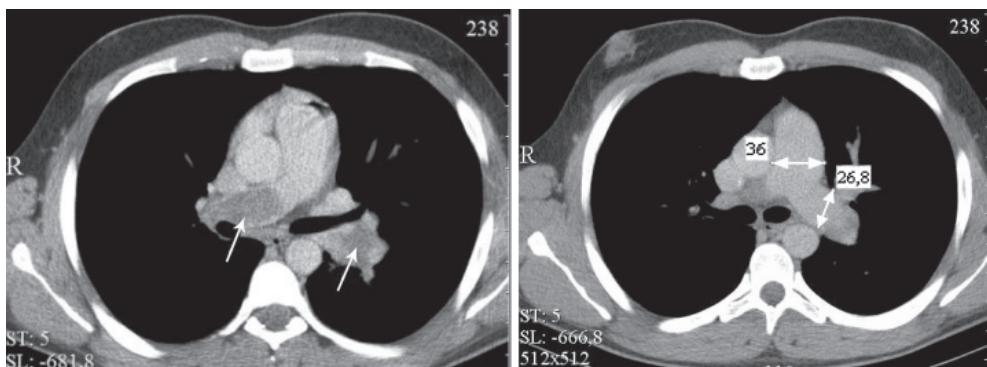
КТ-ангиопульмонография больного Д. 22 лет. Стрелками показано: слева — массивные тромботические массы, выполняющие просвет легочных артерий; справа — расширение легочного ствола (до 36 мм) и легочной артерии (до 26,8 мм)
